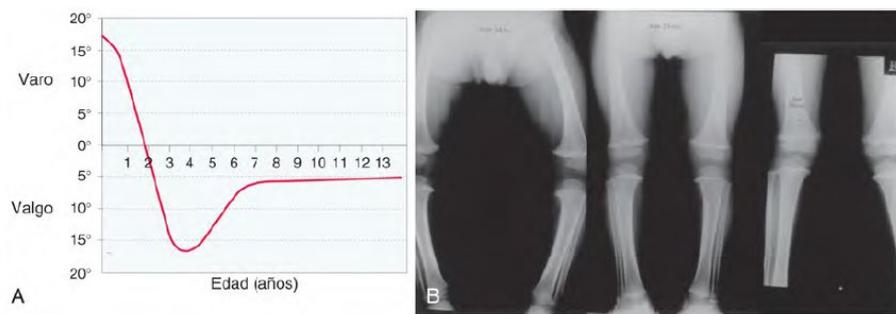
A, Desarrollo del ángulo tibiofemoral durante el crecimiento (después de Salenius). B, Radiografías seriadas mostrando la transición normal de la alineación de varo a los 14 meses a posición neutra a los 25 meses a la alineación tibiofemoral valgo con 39 meses. (De Johnston CE, Young M: Disorders of the leg. En Herring JA: Tachdjian's pediatric orthopaedics, ed 5, Philadelphia, 2014, Elsevier, Fig. 22-3.)
